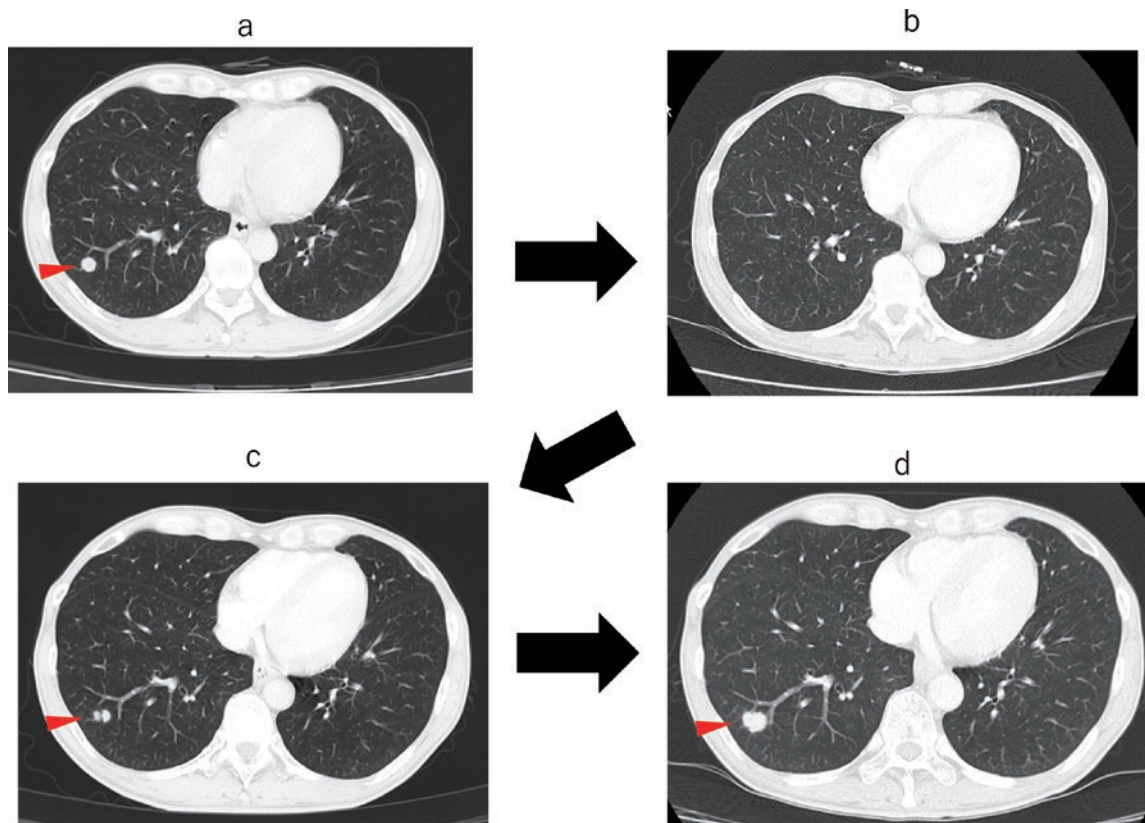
術後経過における胸部 CT 所見
